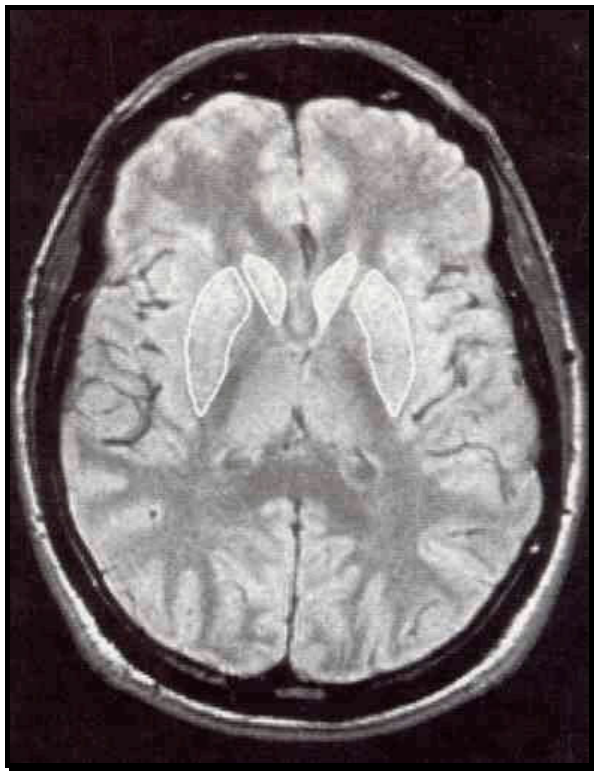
Imagen transaxial de resonancia magnética a nivel de ganglios basales. Aparecen delimitados los contornos de los núcleos caudados y putámenes con el objeto de establecer cuantificaciones volumétricas.
